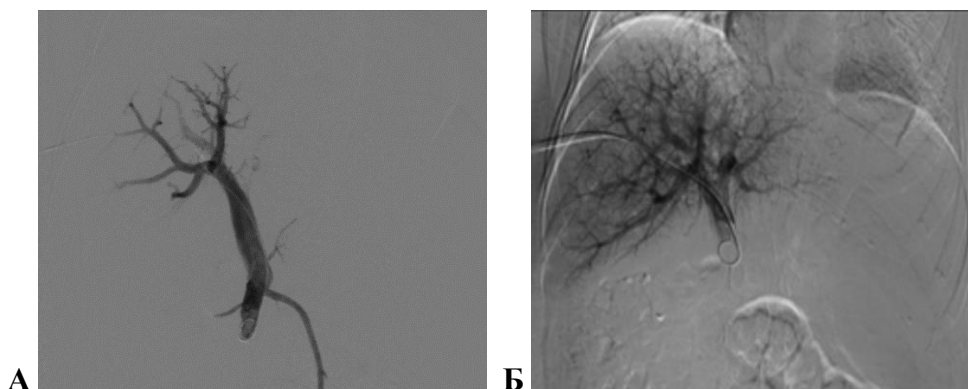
А: пункция ветви воротной вены под ультразвуковым и рентгенологическим контролем; Б: контрольная портография после установки катетера в стволе воротной вены
